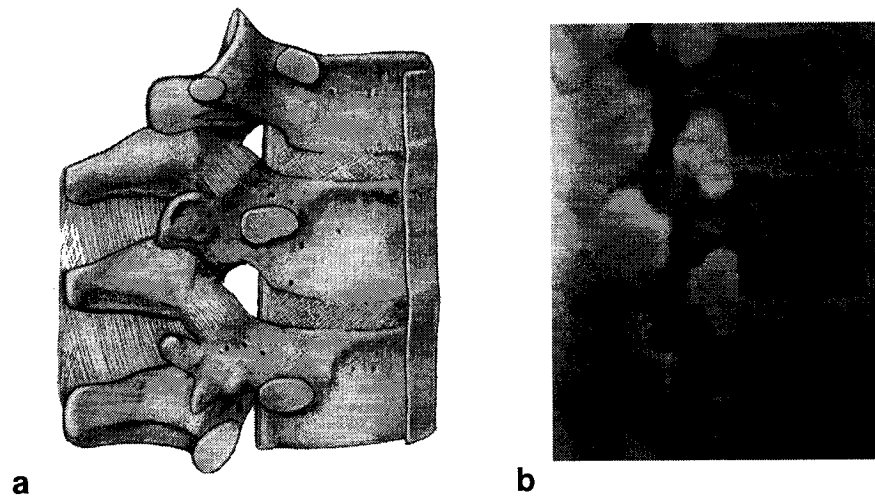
Empilement des vertèbres et des disques intervertébraux. (a) Vue latérale (Simon & Hamilton, 1978) et (b) correspondance radiographique (Wicke, Firbas, et al., 1978).
